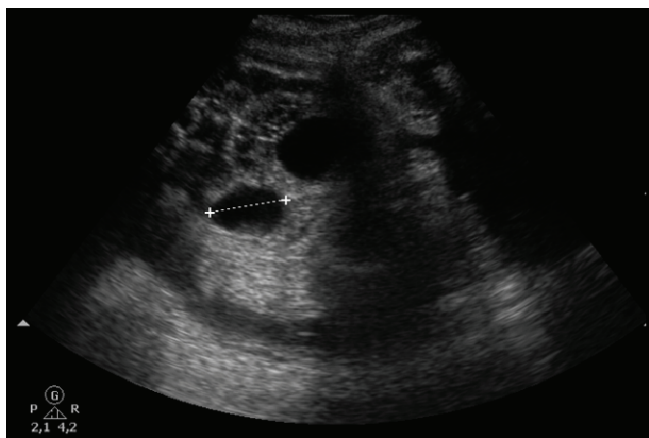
Ecografía prenatal.
